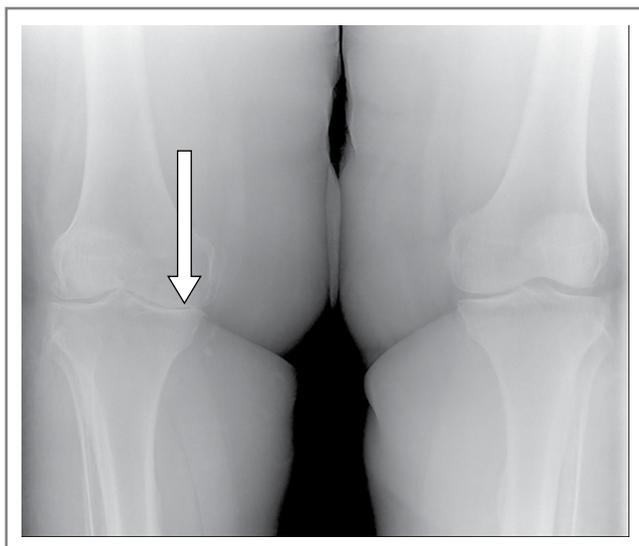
Рентгенография коленных суставов (стрелкой обозначено сужение суставной щели).
